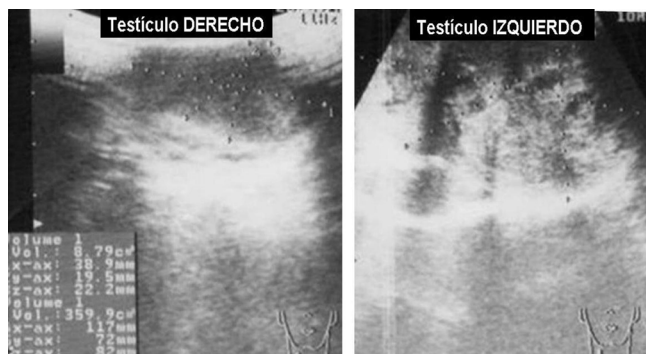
Ecografía escrotal derecha normal, masa tumoral mixta en topografía testicular izquierda.
